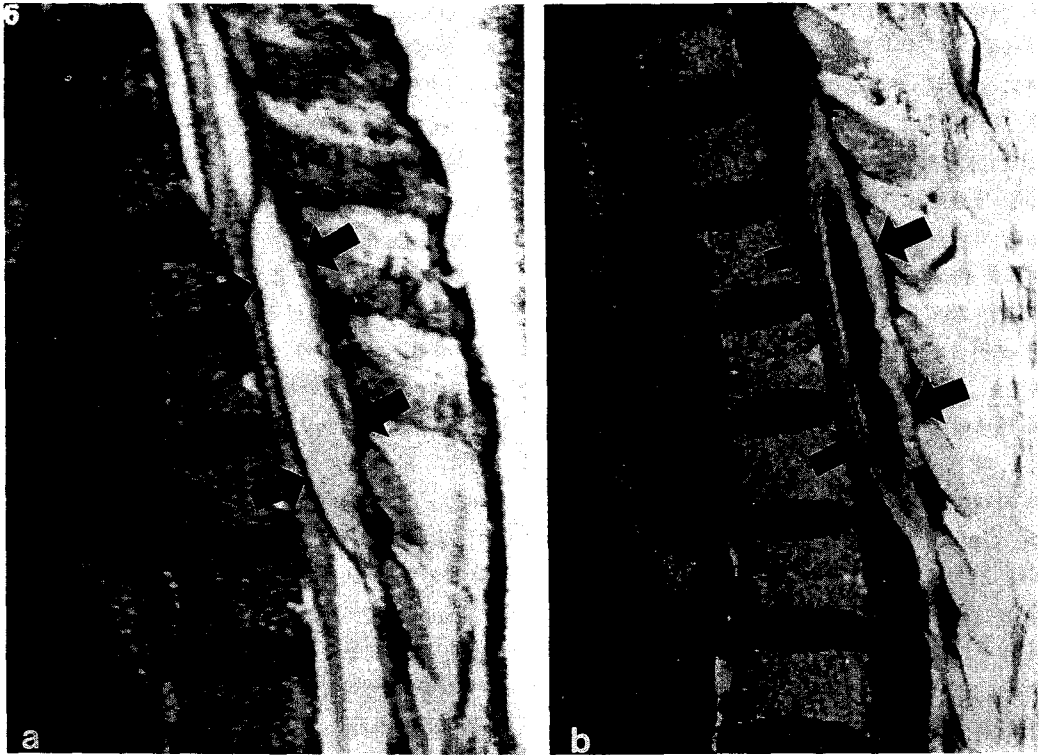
a) T₁ weighted MR image shows high intensity lesion compressing thecal sac behind vertebral body T₂₋₃(black arrow). b) Enhanced image shows mass lesion with relatively thick rim(black arrow).
